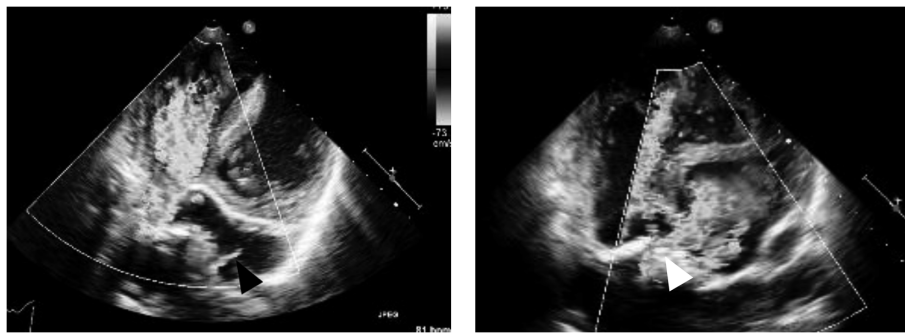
Echocardiography on admission.
